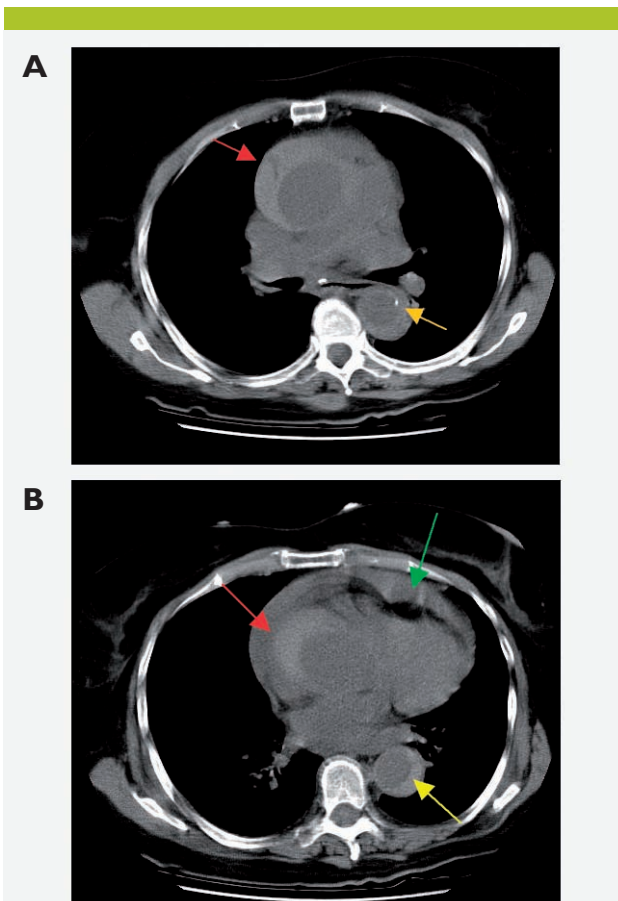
CT-scan du médiastin supérieur, avant injection de produit de contraste
